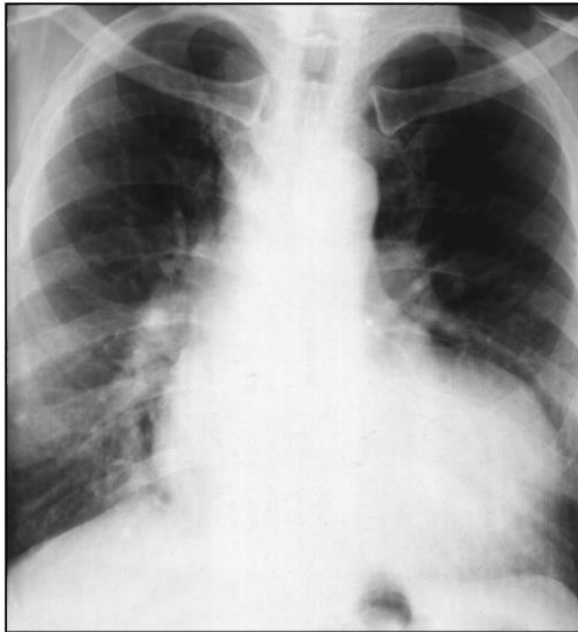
Рентгенограма у прямій проекції. Аортальна конфігурація серця
